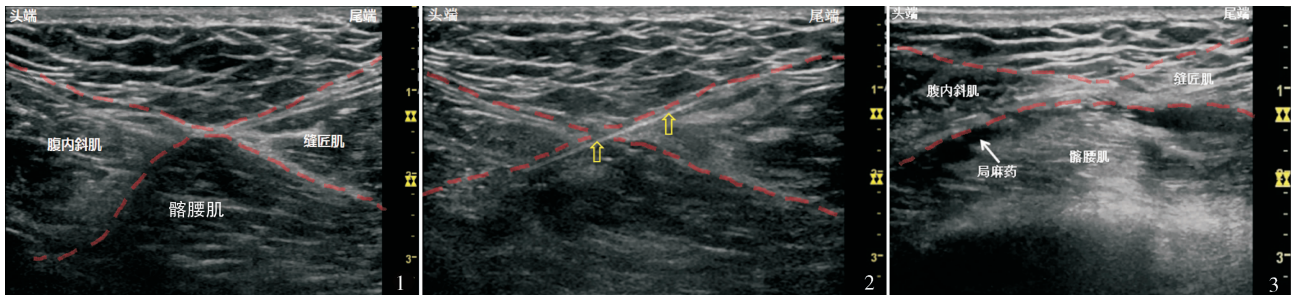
超声引导 FICB 的“沙漏征” 图 2 超声下穿刺针尖位于腹内斜肌下方,髂腰肌上方(黄箭头指向穿刺针) 图 3 局麻药位于“沙漏征”下方,于髂筋膜间隙内扩散
